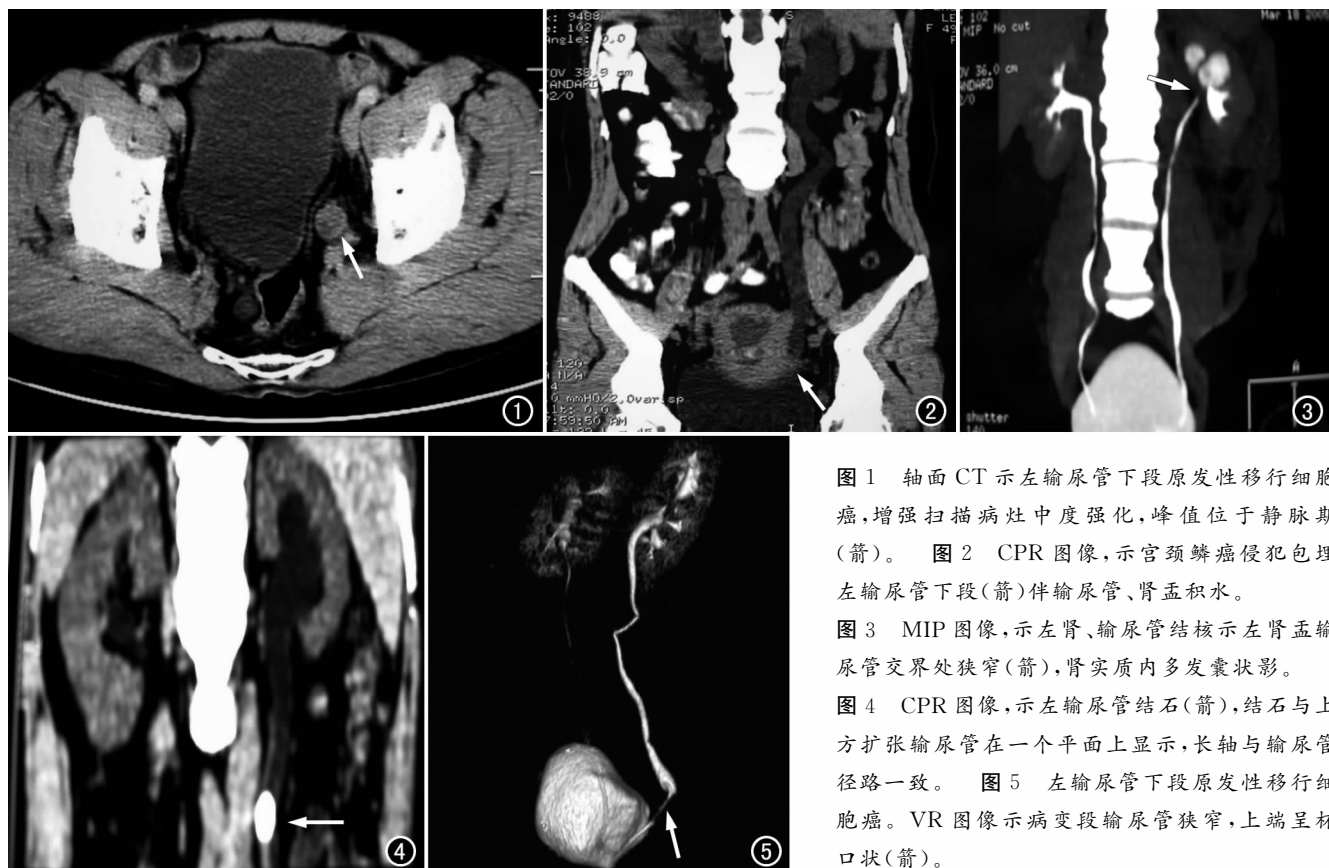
轴面 CT 示左输尿管下段原发性移行细胞癌,增强扫描病灶中度强化,峰值位于静脉期 (箭)。图 2 CPR 图像,示宫颈鳞癌侵犯包埋左输尿管下段 (箭) 伴输尿管、肾盂积水。图 3 MIP 图像,示左肾、输尿管结核示左肾盂输尿管交界处狭窄 (箭),肾实质内多发囊状影。图 4 CPR 图像,示左输尿管结石 (箭),结石与上方扩张输尿管在一个平面上显示,长轴与输尿管径路一致。图 5 左输尿管下段原发性移行细胞癌。VR 图像示病变段输尿管狭窄,上端呈杯口状 (箭)。
